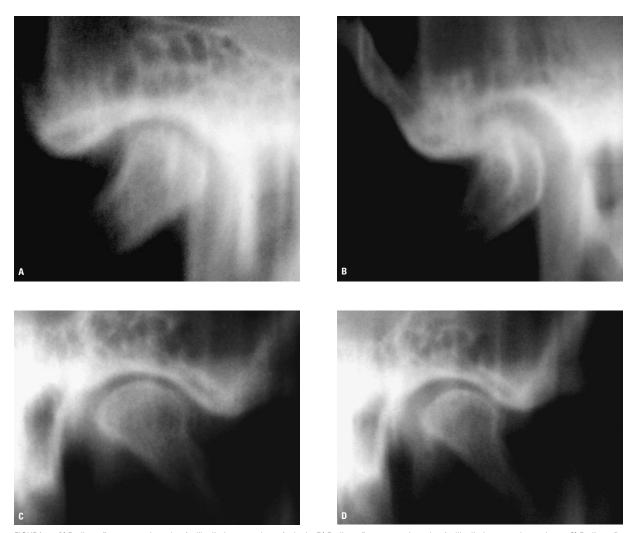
A) Radiografia transcraniana do côndilo direito com a boca fechada. B) Radiografia transcraniana do côndilo direito com a boca aberta. C) Radiografia transcraniana do côndilo esquerdo com a boca fechada. D) Radiografía transcraniana do côndilo esquerdo com a boca aberta.
